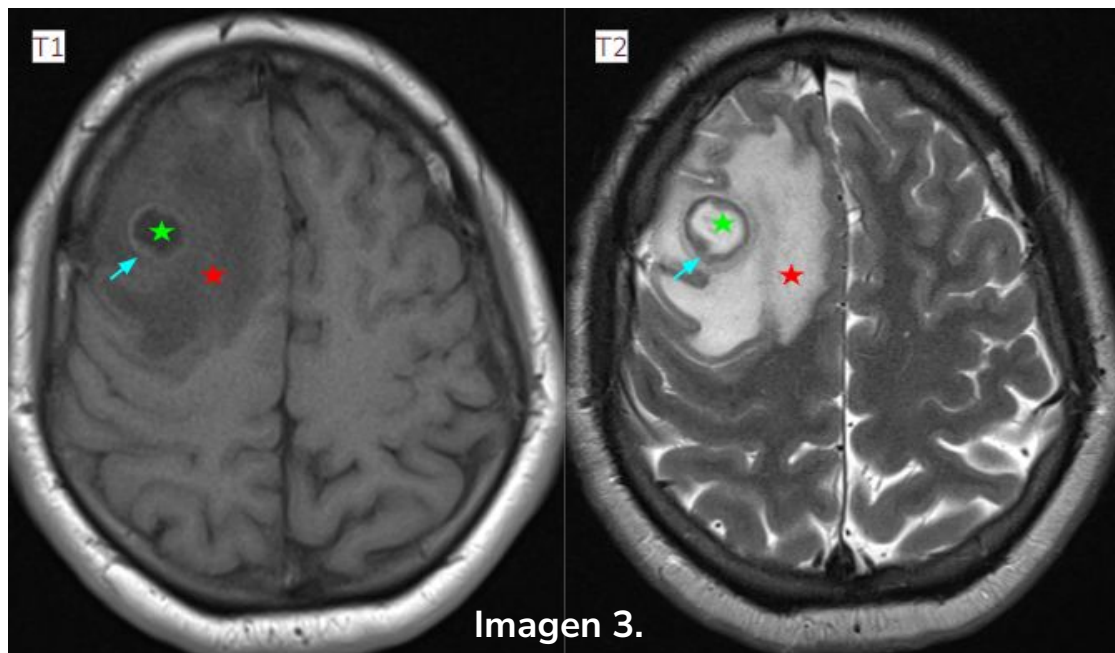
RM cerebral: LOE frontal derecha con anillo periférico, isointenso en T1 e hipointenso en T2 (flecha azul). Presenta centro hipointenso en T1 e hiperintenso en T2 (estrella verde), sin supresión en FLAIR. Asocia extensa hiperintensidad digitiforme perilesional (hipointensa en T1 e hiperintensa en T2), compatible con edema vasogénico (estrella roja).
